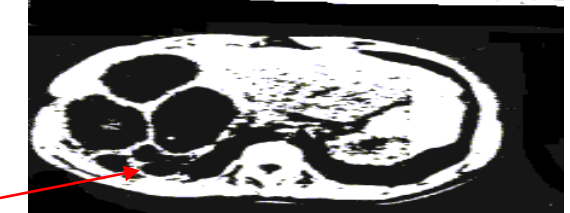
КТ печени. Многокамерная эхинококковая киста печени
